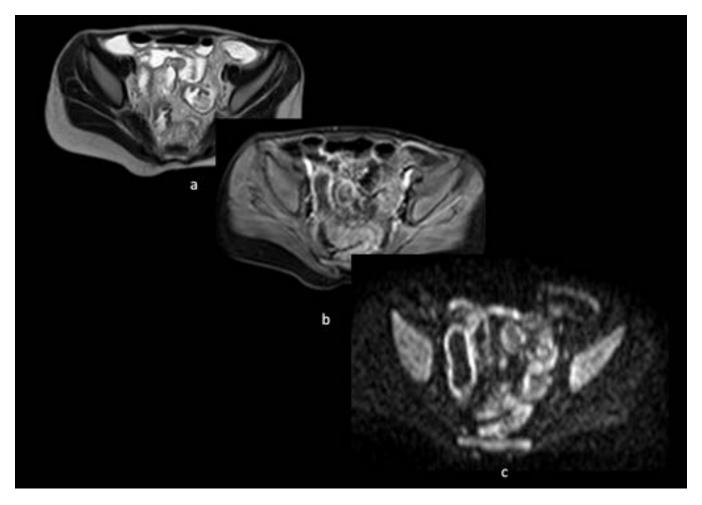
ERM. Secuencias axiales FSE T2, WATS con contraste i.v. y DWI b=1000. Engrosamiento parietal de asas ileales con realce parietal y restricción de la difusión.
